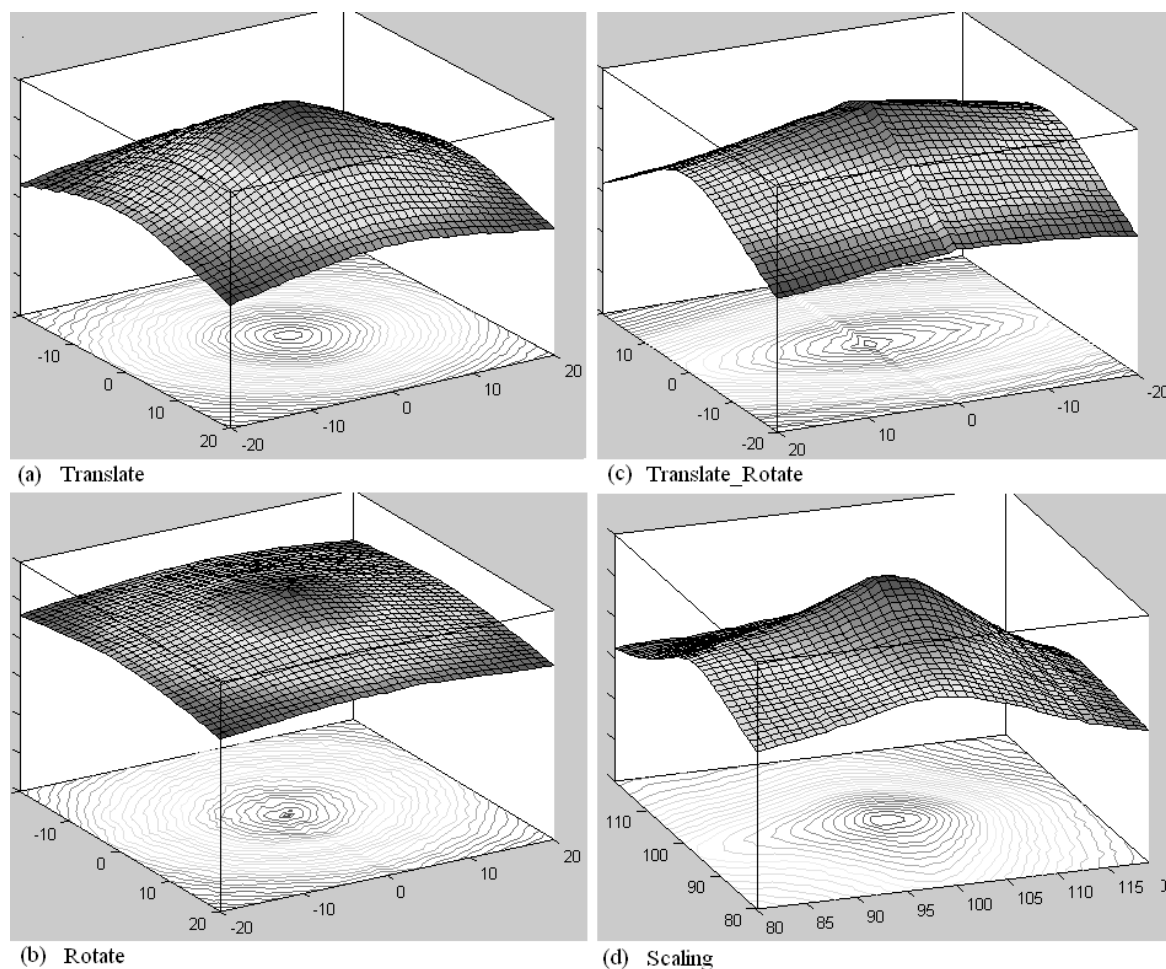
NVI相似性测度CT-MRI医学异模态图像的空间变换参数分布情况
